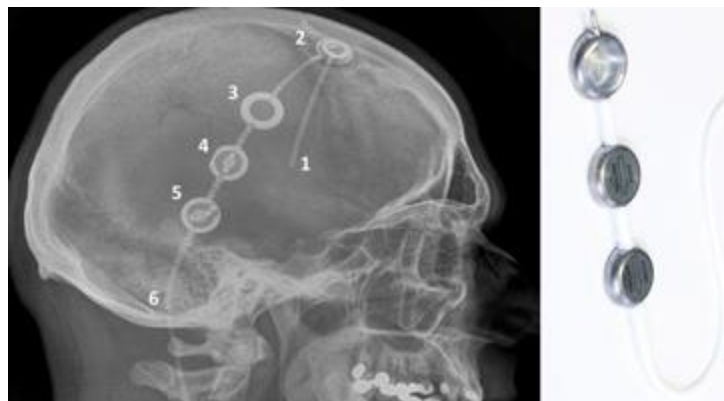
Seitliche Röntgenaufnahme des Kopfes mit ventrikulo-peritonealem Shuntsystem und Darstellung der Ventileinheiten [68]
